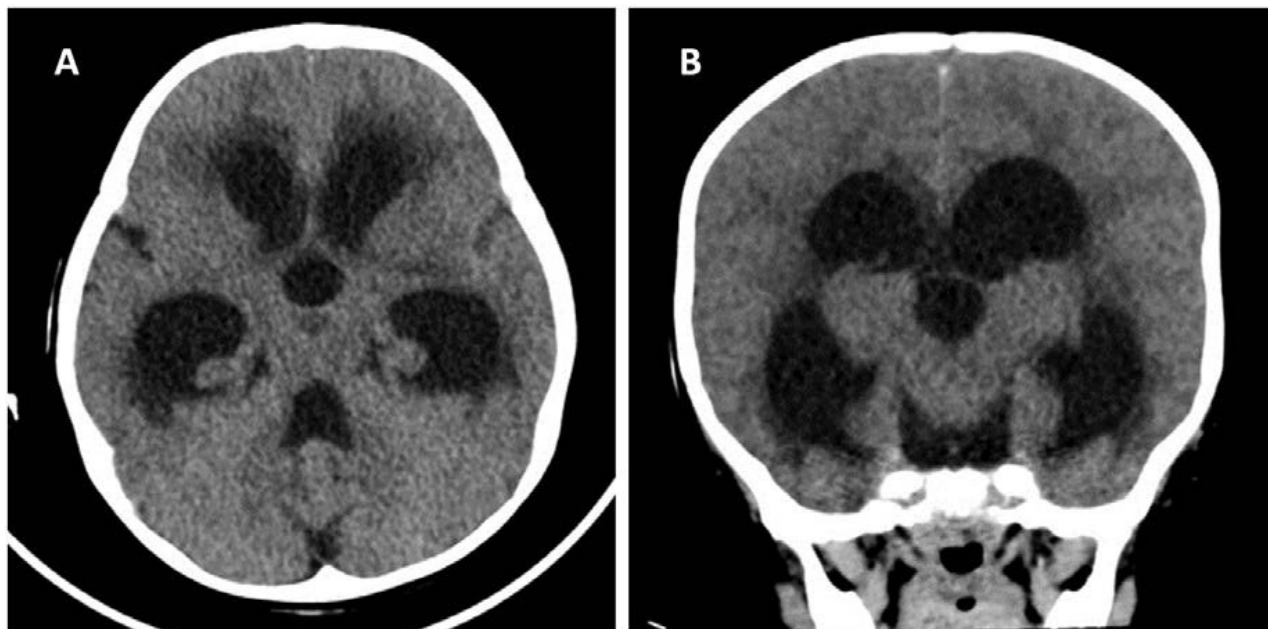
TC de cráneo sin contraste i.v.
